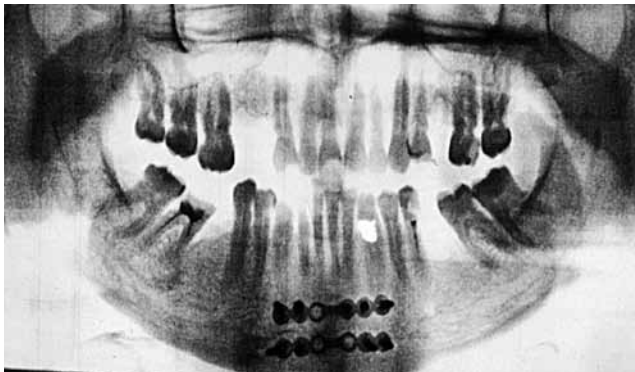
Ортопантомограмма. Остеосинтез минипластинами в области срединной мандибулотомии
